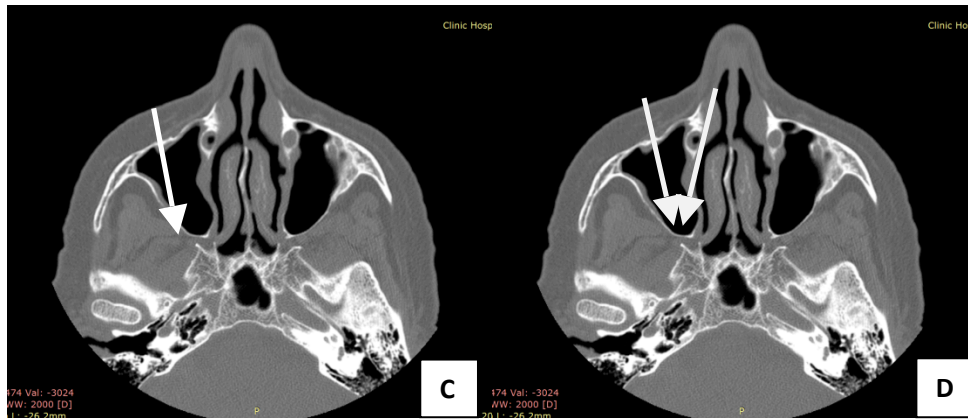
На аксиальных томограммах околоносовых пазух представлено направление различных вариантов эндоскопических доступов к крыловидно-небной ямке. А – трансназальный, В – трансназальный-гемитрансмаксиллярный, С – трансмаксиллярный, D – комбинированный.
